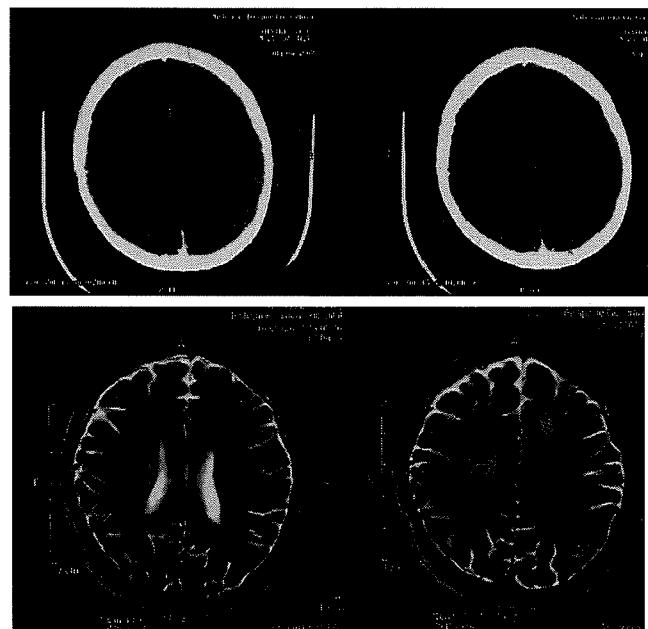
Cranial MRI of Patient ES showing multiple white matter abnormalities
